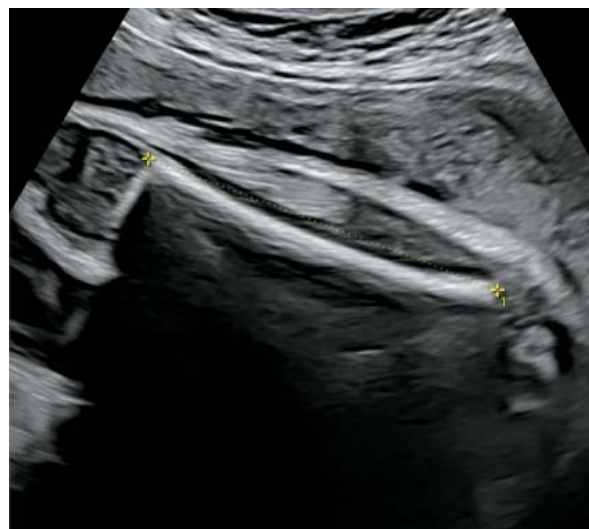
Измерение длины бедра при УЗИ в III триместре.
